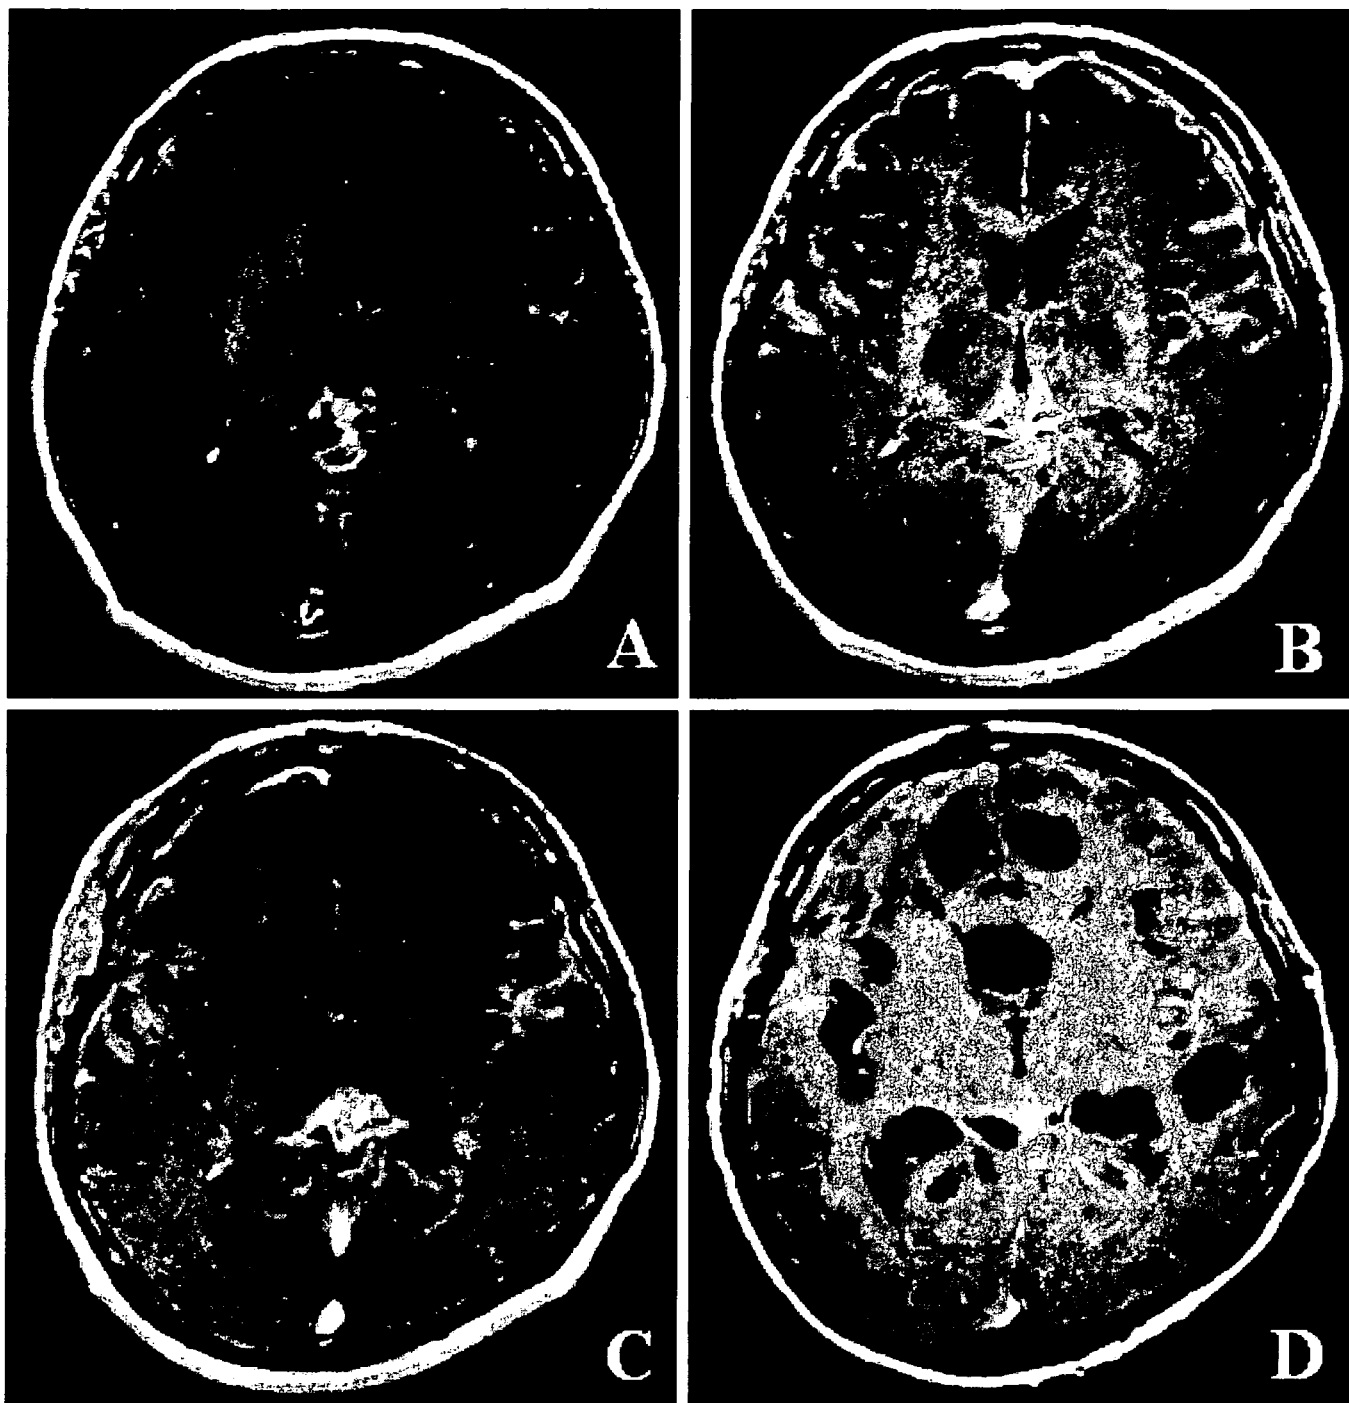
Sequential axial T1 weighted magnetic resonance images (MRI) with gadolinium-enhancement, (A) on admission. Mild dilatations of the ventricles and cortical sulci as well as leptomeningeal enhancement on the brain surface at the bilateral frontal opercular regions and in the pineal region were noted, (B) three months after admission. A ventriculoperitoneal shunt was made and the dilated cortical sulci was shrunk, (C) six months after admission. An open biopsy in the right frontal lobe was performed, (D) one year after admission. The dilatation of the cerebral sulci, suggesting multiregional trapped cerebrospinal fluid (CSF), became more apparent and mimicked multiple cysts with the progression of the disease. The serial MRI images clearly showed that there was no intra-parenchymal tumor mass.
